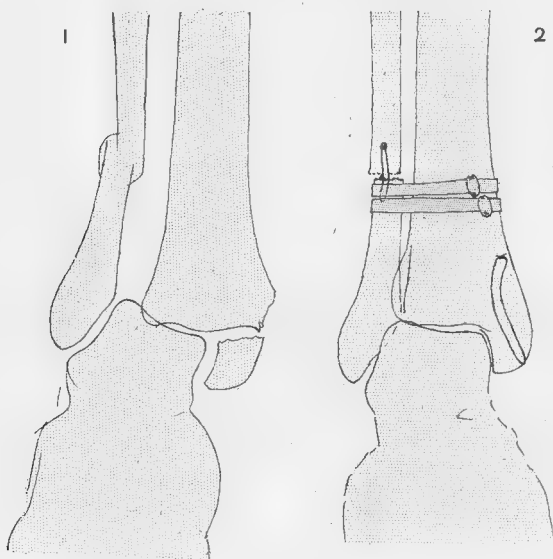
Lésions initiales (calque des radiographies).
